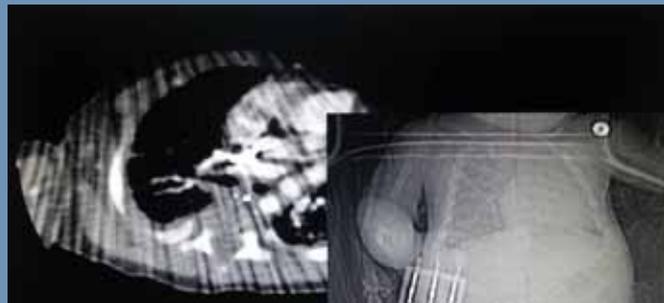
Artefacts provenant d'un objet externe déplaçable. (Source : Donald P.Frush, How to best use current technology for pediatric body CT, 2013⁵)
